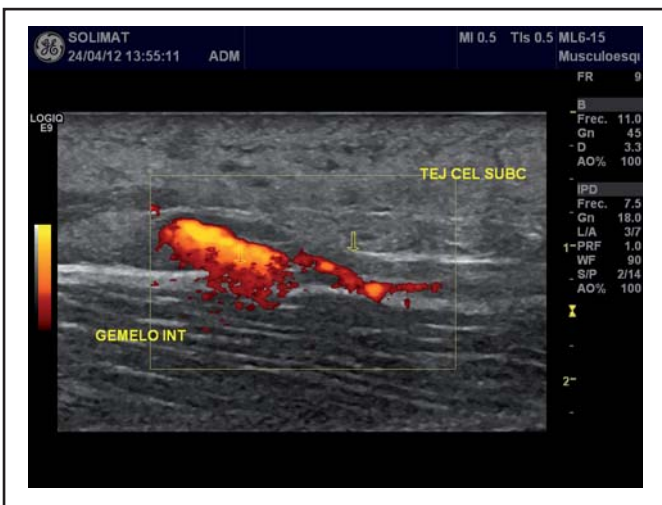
Al aplicar el Doppler Power, se observa la presencia de un vaso que atraviesa la zona de interrupción de la aponeurosis.
